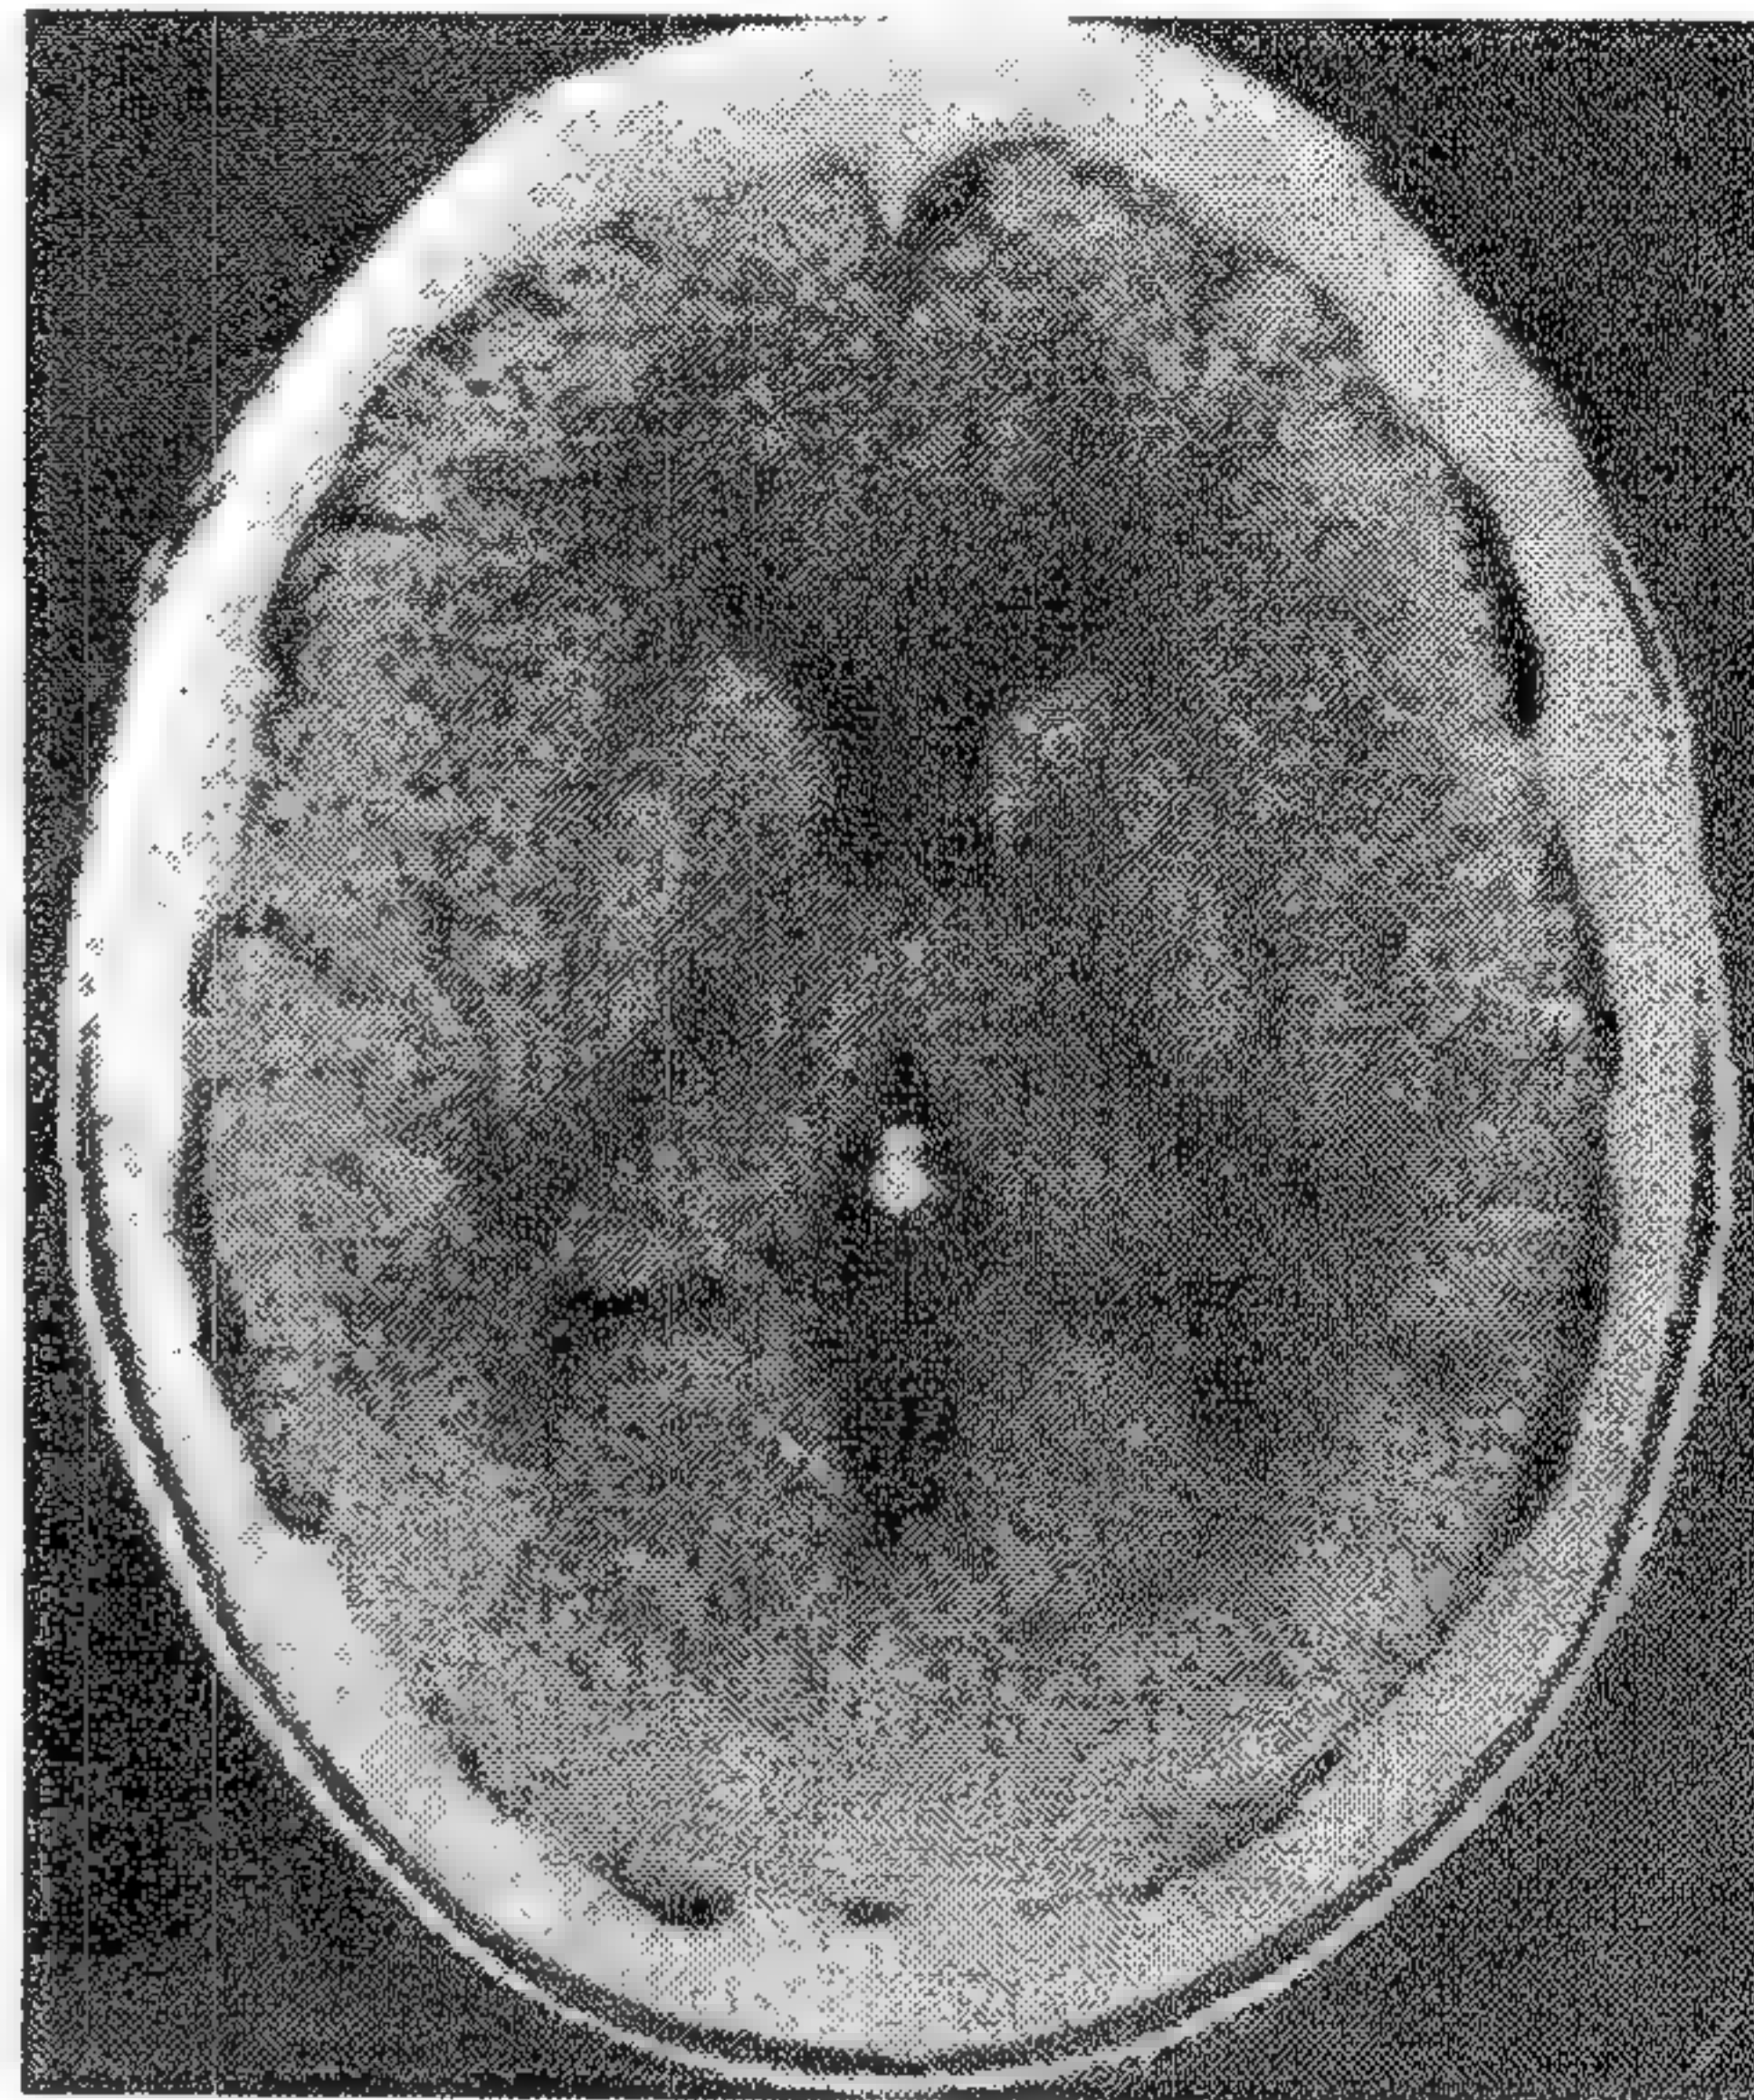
CT a unui creier normal, secțiune prin ventriculi. De notat discriminarea substanței albe de cea cenușie și calcificarea glandei pineale.
